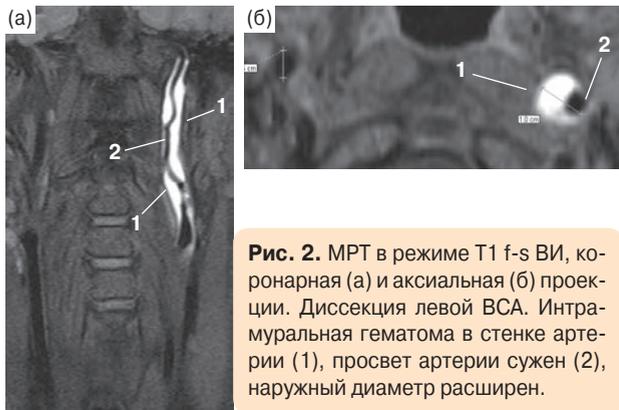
МРТ в режиме T1 f-s ВИ, коронарная (а) и аксиальная (б) проекции. Диссекция левой ВСА. Интрамуральная гематома в стенке артерии (1), просвет артерии сужен (2), наружный диаметр расширен.
